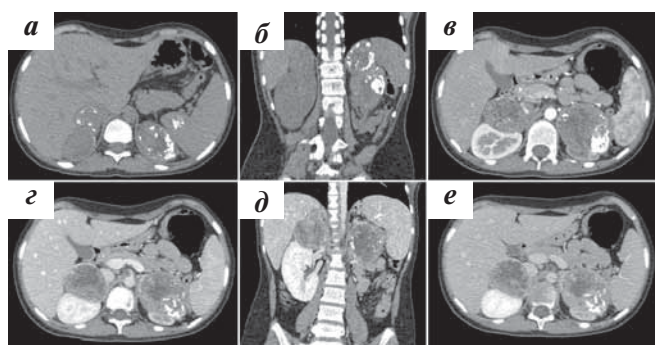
На представленных компьютерных томограммах в аксиальной и коронарной плоскостях визуализируются образования в обоих надпочечниках с четкими ровными контурами, накапливающие контрастный препарат, неоднородной структуры за счет наличия участков гиподенсивного сигнала и кальцинатов: а, б — нативная фаза исследования; в — артериальная фаза; г, д — венозная фаза, е — паренхиматозная фаза
